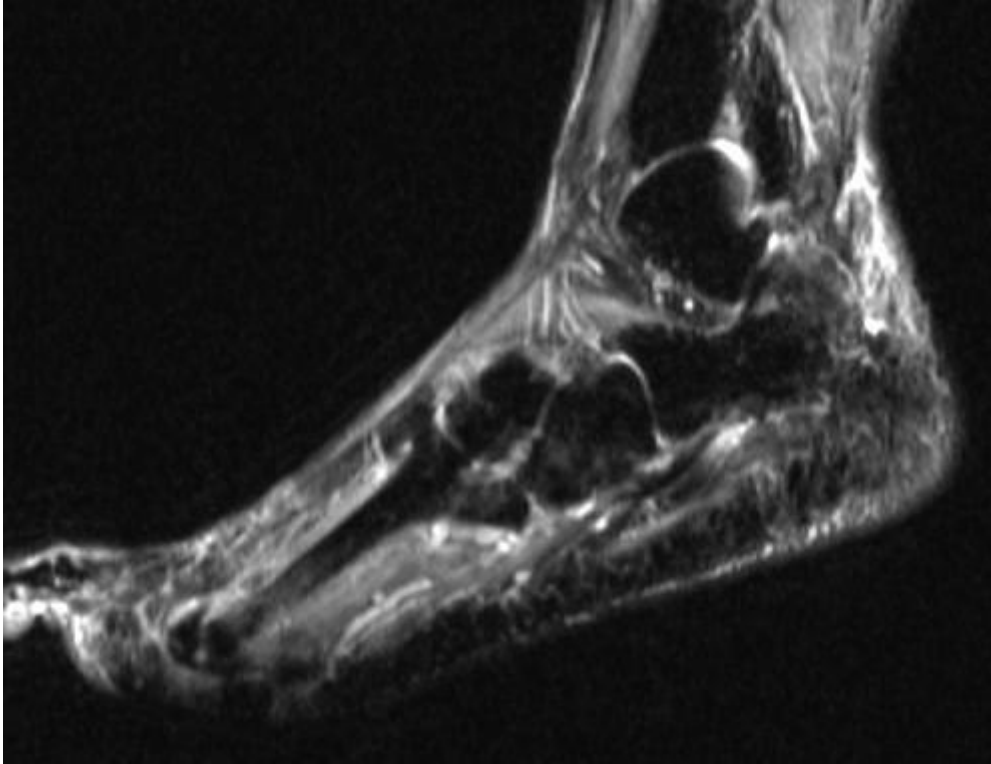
MRT Aufnahme in der 2-Monats-Kontrolle: rückläufiges Knochenmarködem im Cuboid
